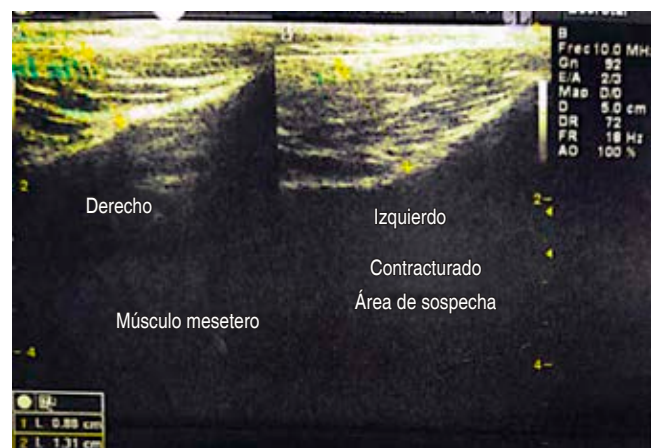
Ecosonografía de la piel y partes blandas de la región parotidomaseteterina bilateral, donde se observa el engrosamiento de la distribución de las fibras musculares del componente izquierdo.
